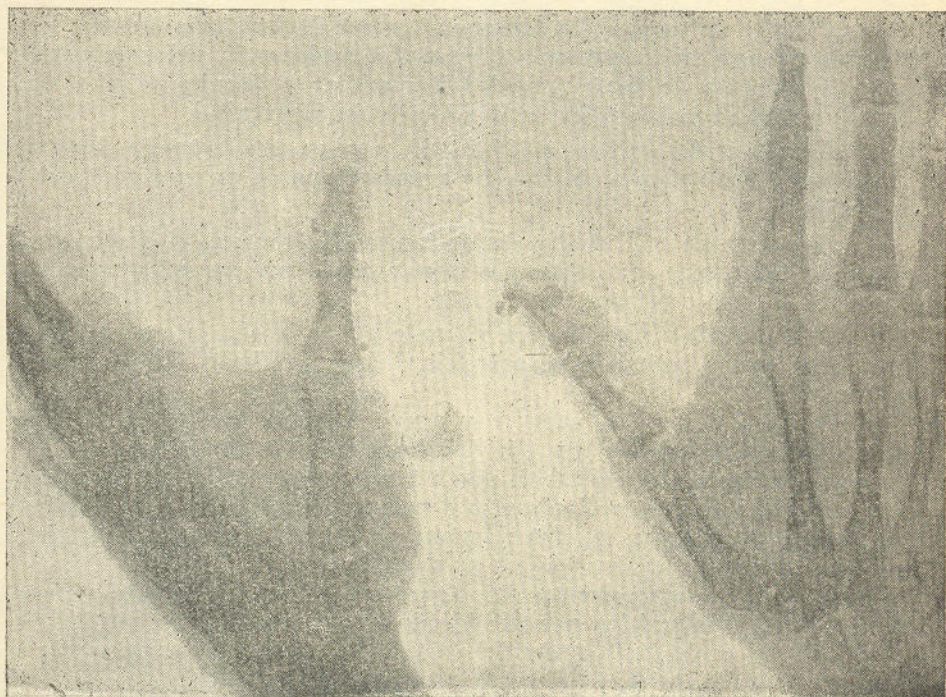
Figura n.º 7 — Radiografia 26-3-1940 — Caso III
